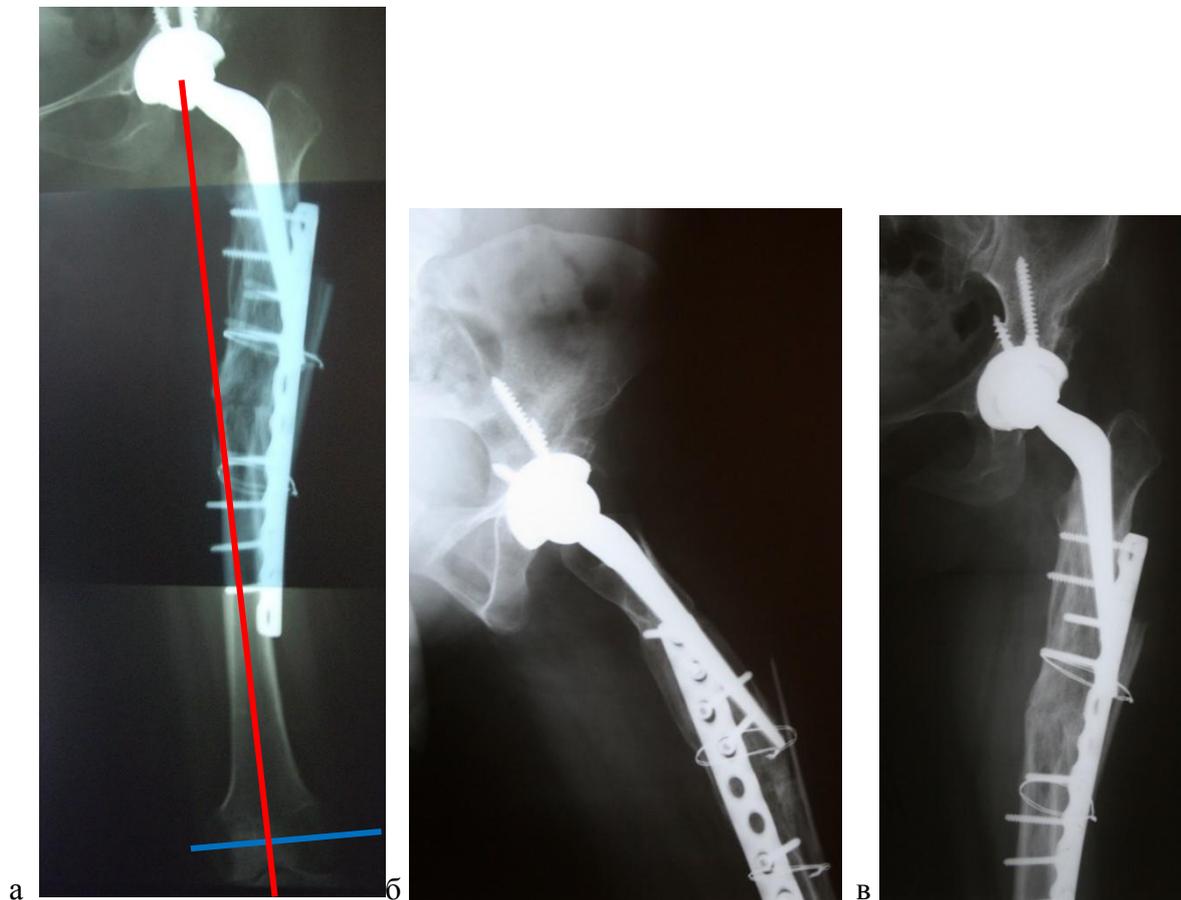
Рентгенограммы пациентки X. после второго этапа лечения: а – через месяц на рентгенограмме бедра в прямой проекции определяется правильная механическая ось конечности; б – на рентгенограмме в боковой проекции определяется сохранение деформации около  $7^\circ$ ; в – через 2 года после операции на прямой рентгенограмме бедра определяется консолидация в месте остеотомии, отмечается варусная позиция бедренного компонента, признаков расшатывания компонентов нет
